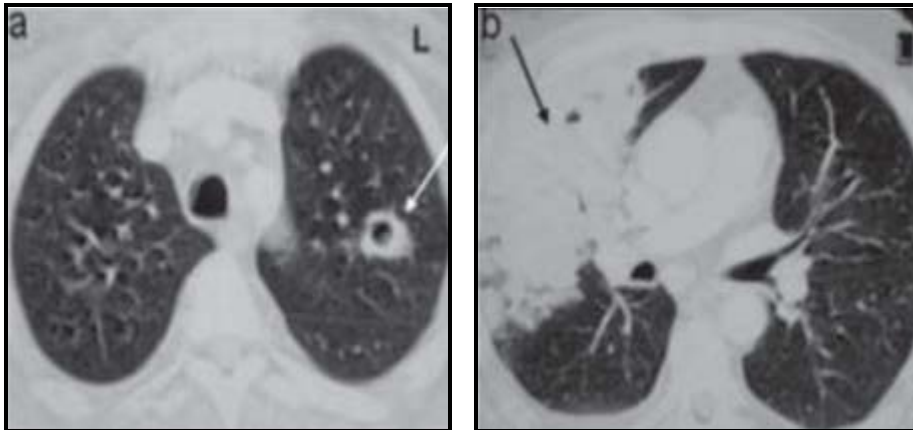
Chest CT scan showing right nodule (a) and left alveolar and interstitial infiltrates (b)
